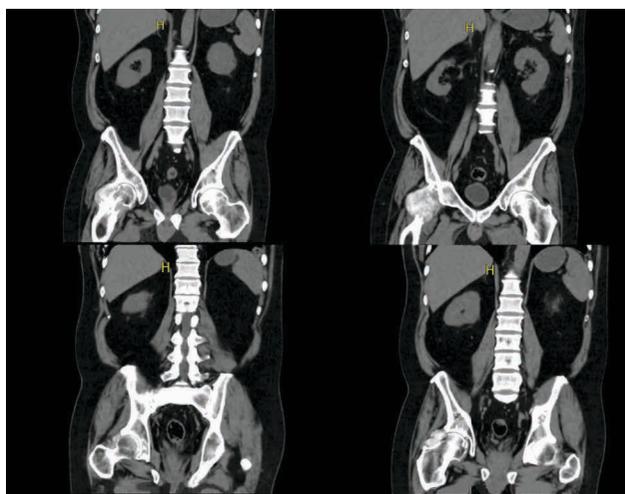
Tomografía axial computarizada de abdomen corte coronal en el cual se evidencia lesión expansiva a nivel de cuello femoral derecho
